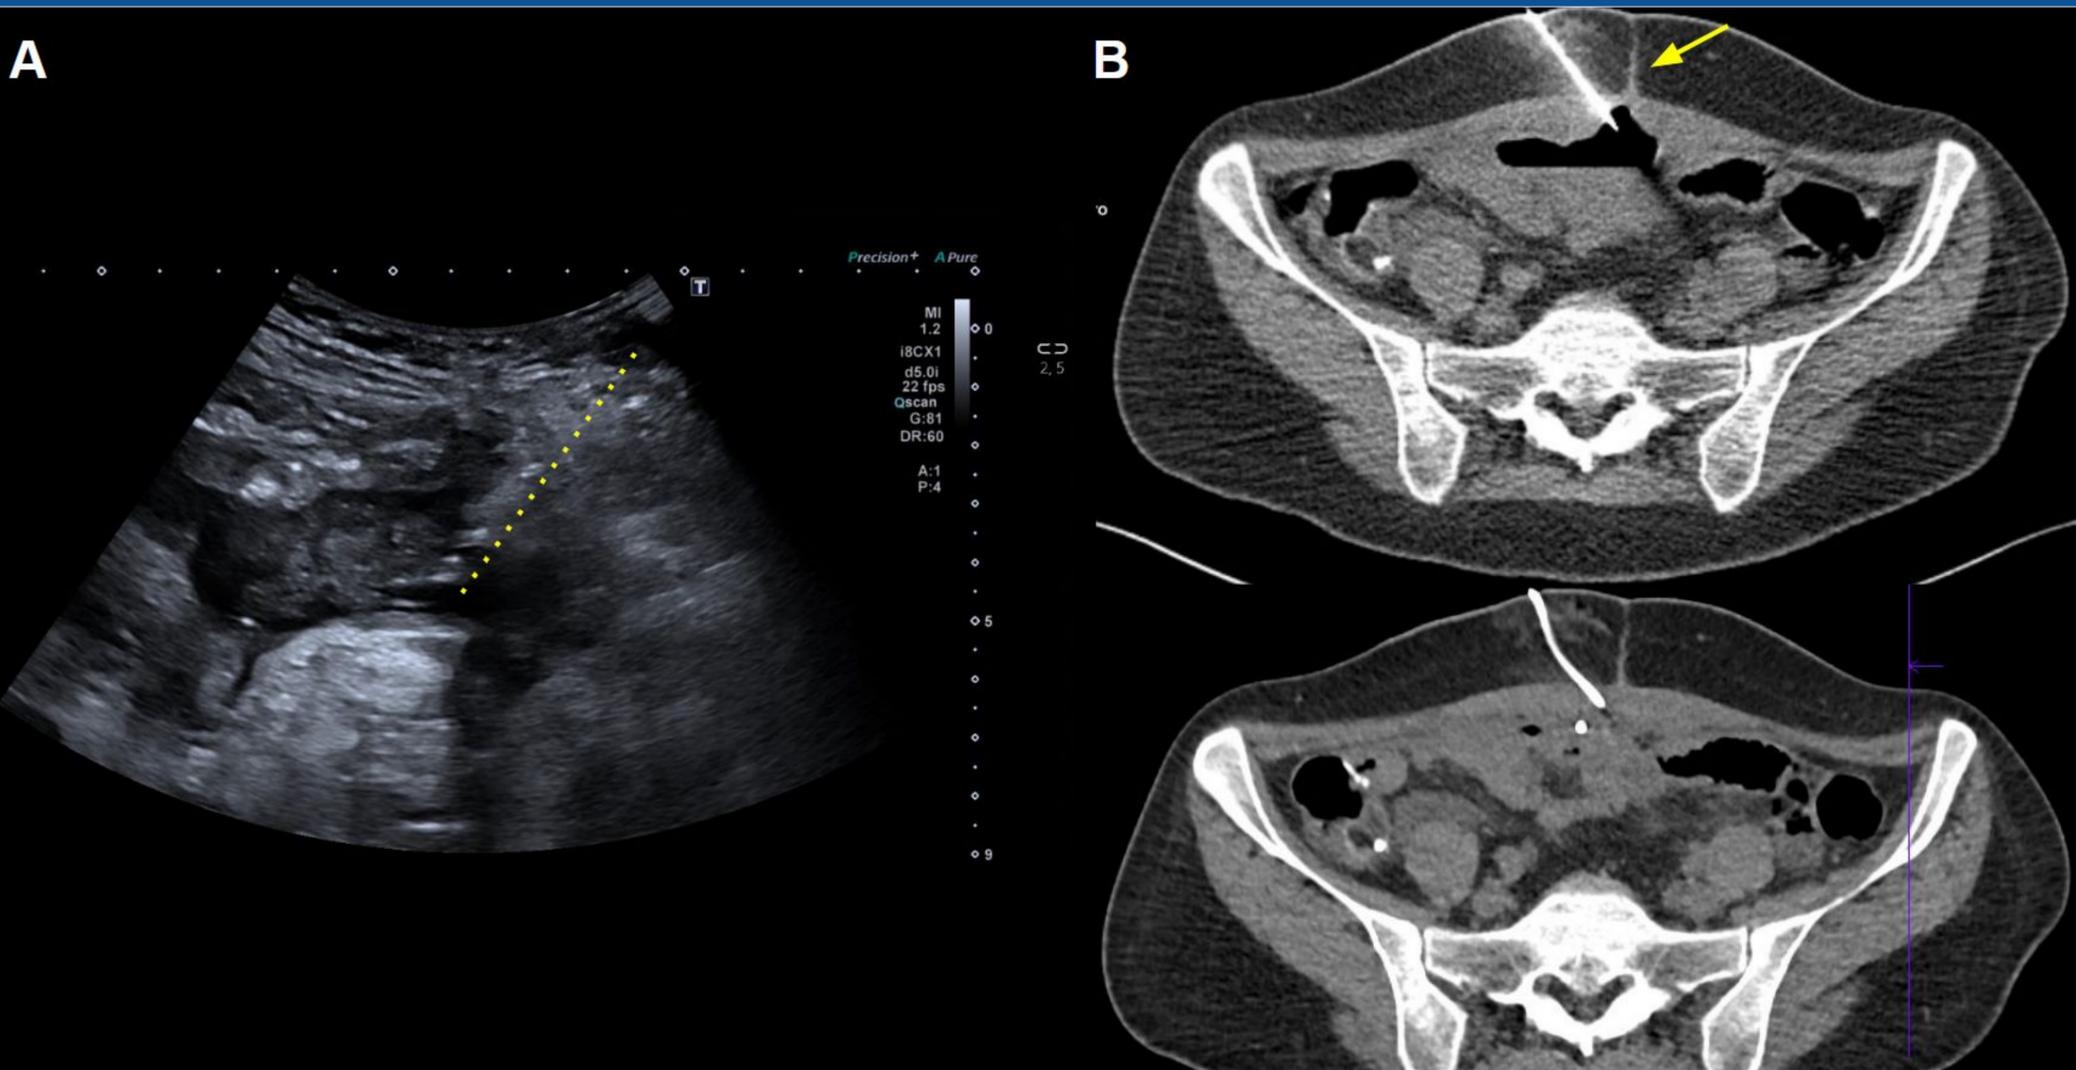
Drenaje de colección intraperitoneal en paciente con enfermedad de Crohn, localizada en región anterior de pelvis superior. Colocación por ecografía (A) de un primer catéter 8F por vía transabdominal anterior (paralelo a la línea de puntos) y obtención de material purulento. Se coloca otro catéter 6F guiado por fluoro-TC (B), ante la no resolución de la colección y su mayor contenido aéreo que impide su correcta diferenciación por ecografía con las asas intestinales. Nótese el trayecto oblicuo para evitar la cicatriz de cirugías previas (→).
